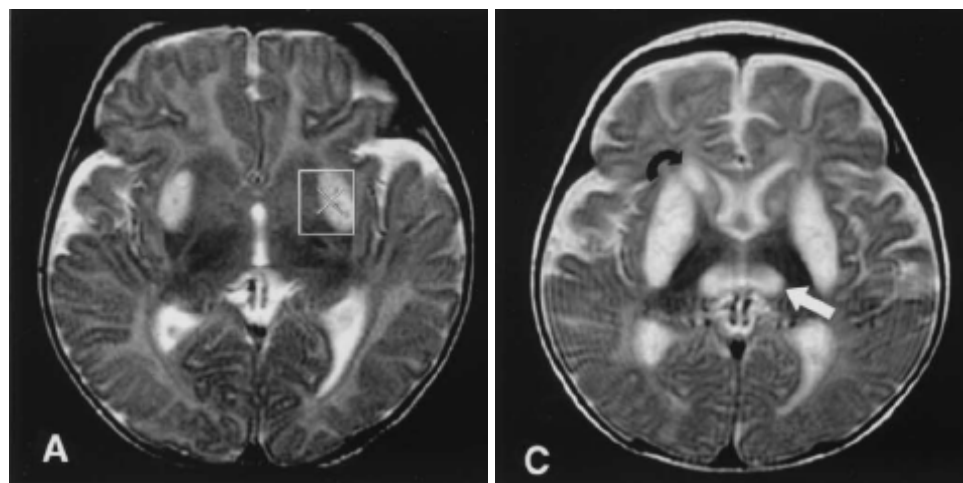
Resonancia magnética cerebral con lesiones clásicas del Síndrome de Leigh. Corte axial: aumento de intensidad en T2 bilateral y simétrica de la sustancia blanca periventricular y núcleos de la base (tálamos y lenticular).
